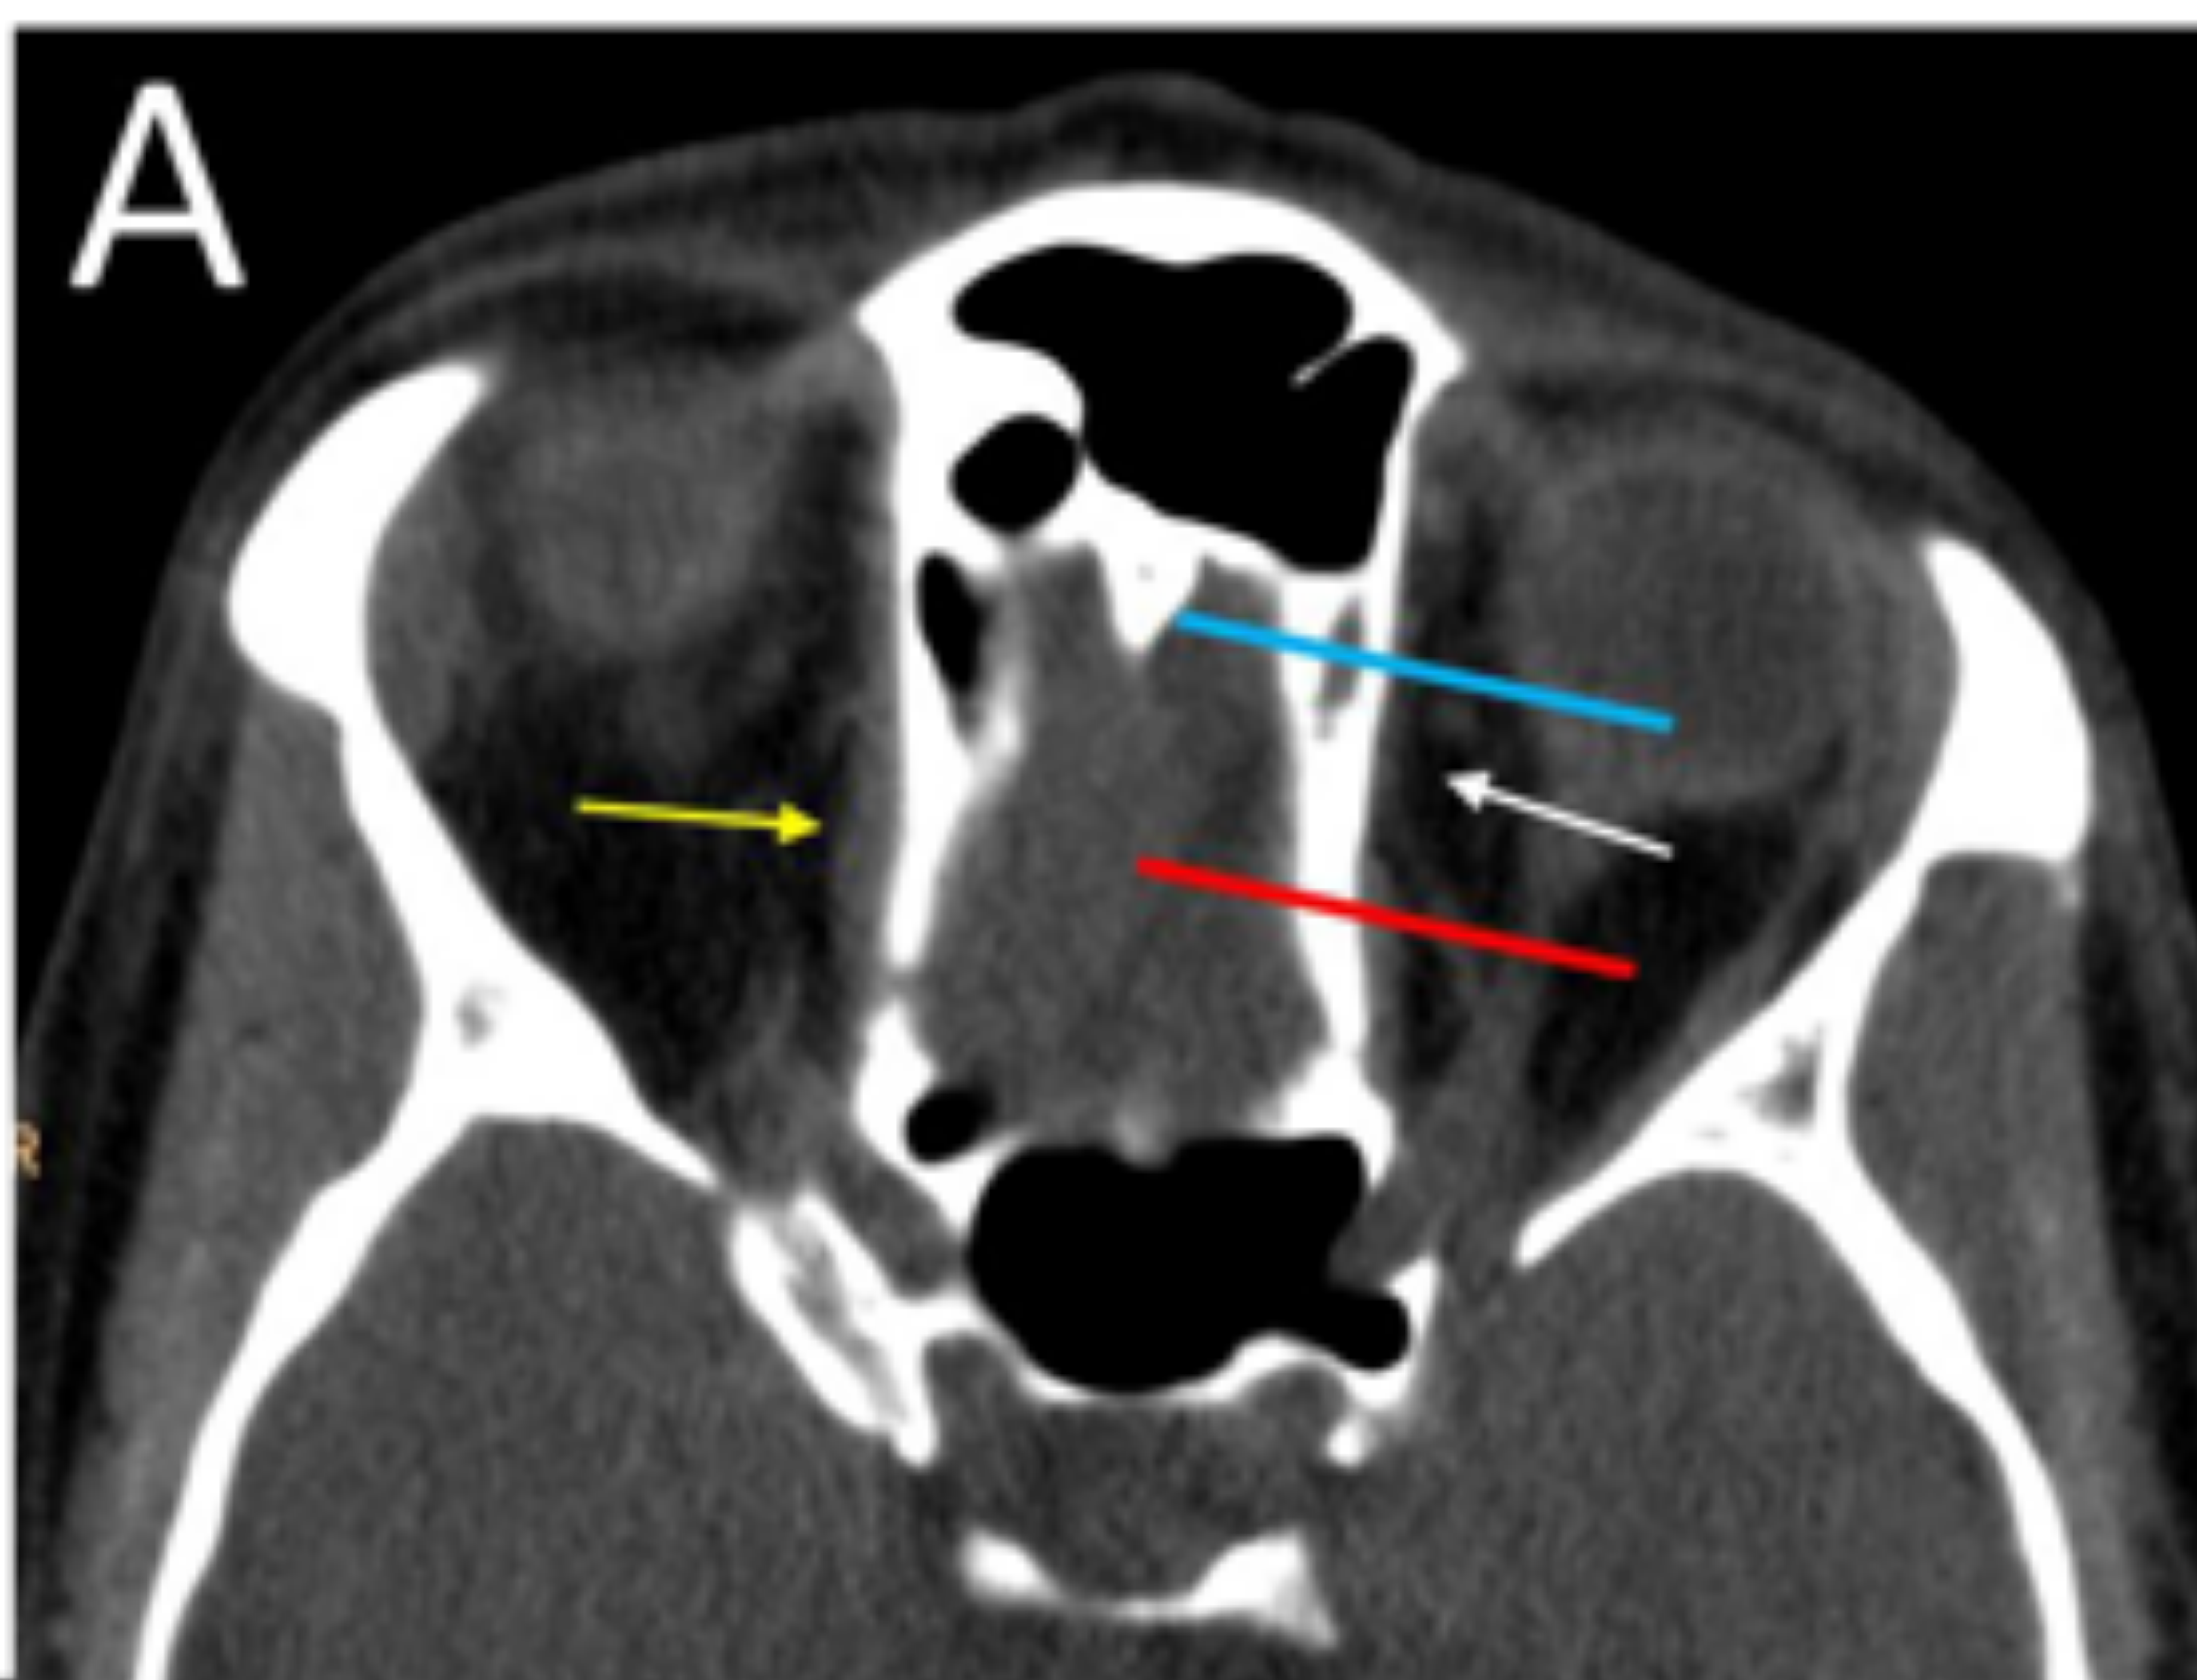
paciente de 63 años, con antecedente de traumatismo facial complicado con rotura del músculo oblicuo superior (OS). A: TC axial que muestra el músculo oblicuo superior derecho de aspecto normal (flechas amarillas), mientras que en el lado izquierdo no se aprecia el tercio medio del vientre muscular (flecha blanca). Las líneas celeste y roja marcan los planos de reconstrucción de las imágenes coronales (B y C respectivamente). B) Corte coronal a nivel de la línea celeste en el que observamos un músculo oblicuo superior derecho normal y con plano graso de separación con el recto medial (flecha amarilla), mientras que en el lado izquierdo falta el vientre muscular (flecha blanca). C) Corte coronal a nivel de la línea roja en A, que muestra el vientre muscular del músculo oblicuo superior izquierdo retraído y engrosado (flecha roja), con pérdida del plano graso de separación con el músculo recto medial. Nótese el aspecto normal del oblicuo superior derecho (flecha amarilla).
